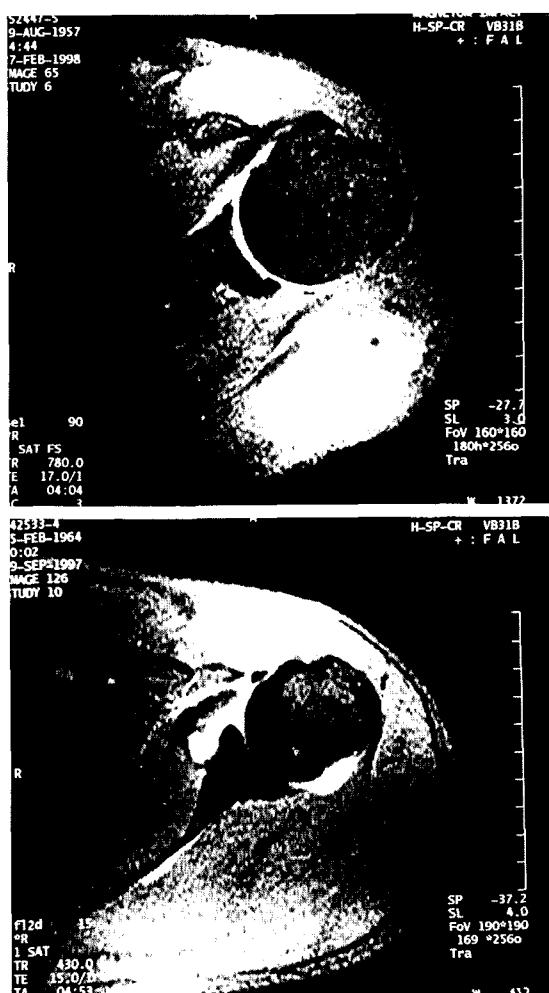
Comparison of normal shoulder MRI with biceps dislocation.
